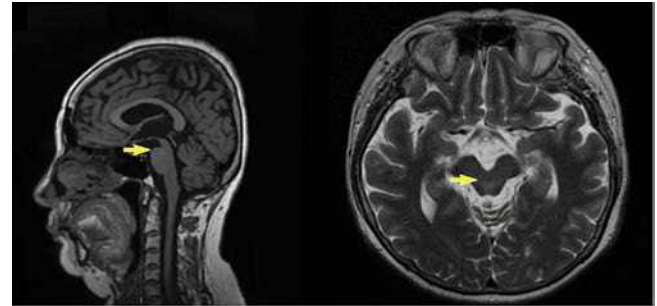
Пациентка Ж., 61 год. МРТ головного мозга в сагиттальной и аксиальной проекциях: симптомы «колибри» и «Микки Мауса» (указаны стрелками)
